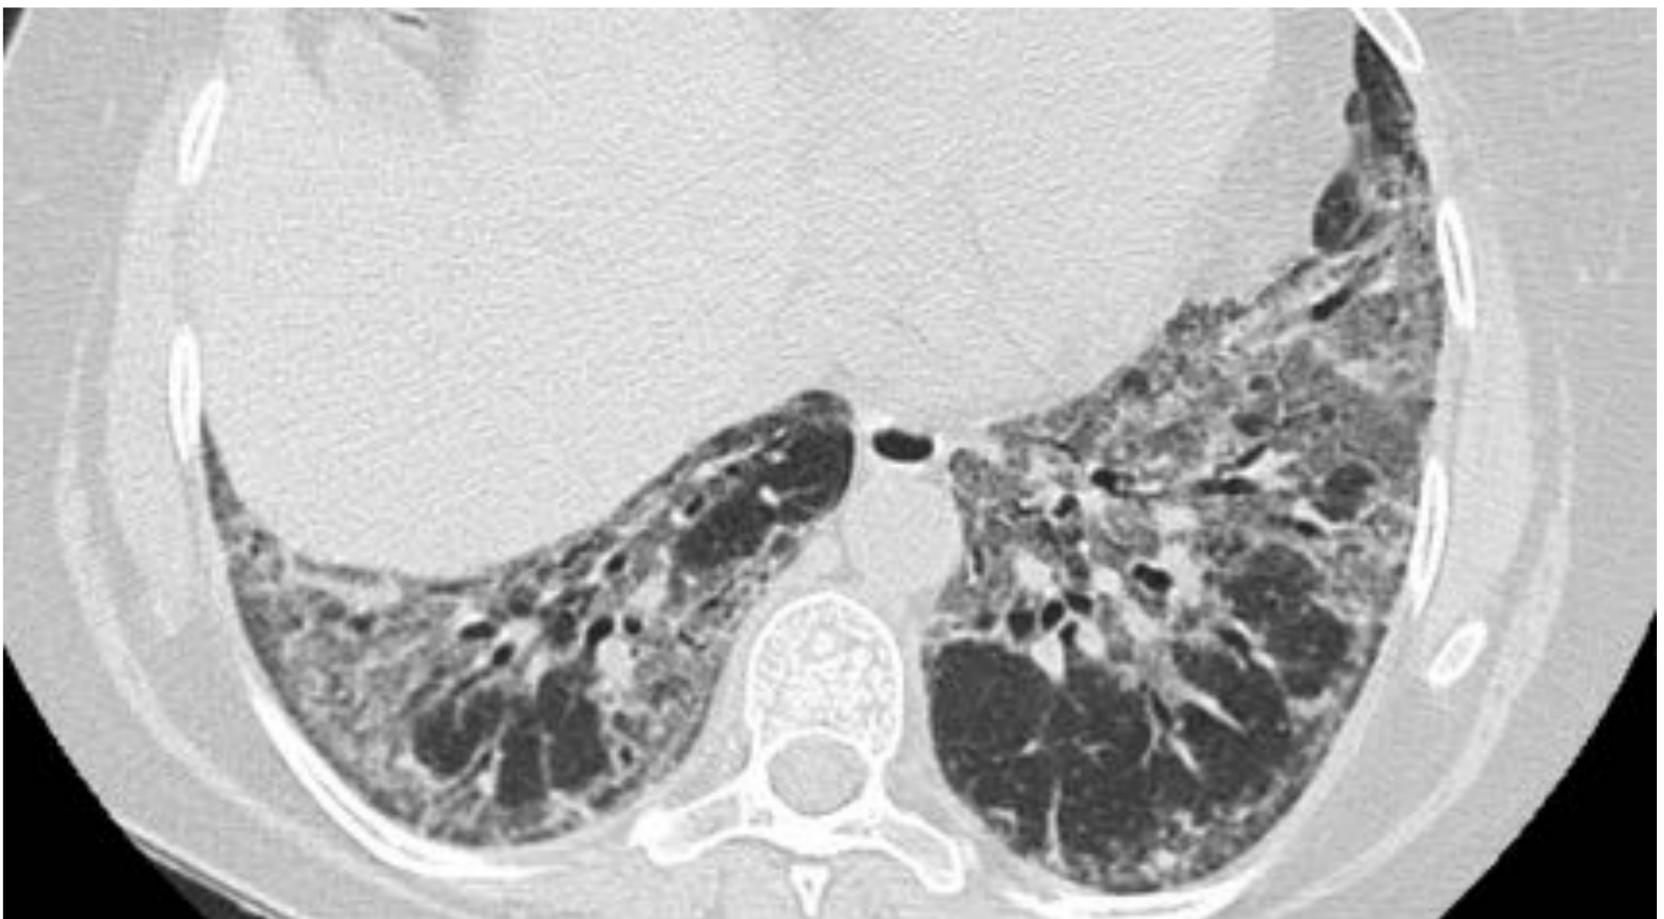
Corte axial de TC de una mujer de 55 años con disnea, tos y fiebre. Extensas opacidades en vidrio deslustrado (en mayor grado que la reticulación) difusas en el plano axial de predominio basal. Reticulación subpleural. Respeto de la zona inmediatamente subpleural.
